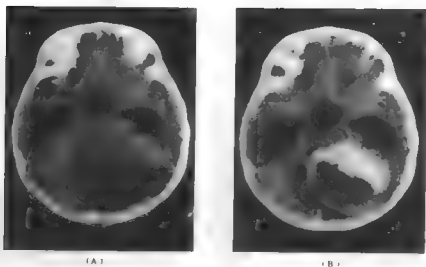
男 4 岁，左小脑星形细胞瘤 CT 扫描
